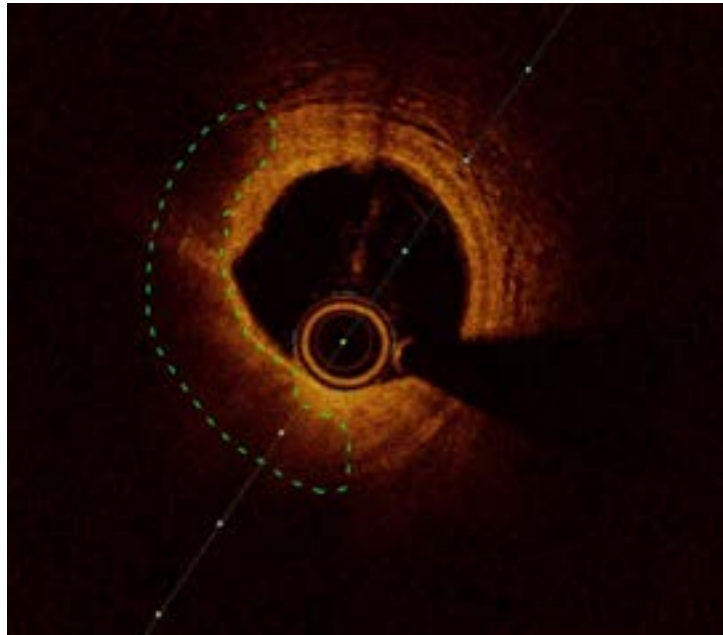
Визуализация атеросклеротической бляшки, богатой липидами, с помощью оптической когерентной томографии (между 6 и 11 часами условного циферблата определяется липидное ядро (отмечено пунктиром), которое занимает более 1 квадранта, что позволяет отнести данную атеросклеротическую бляшку к бляшкам, богатым липидами)
